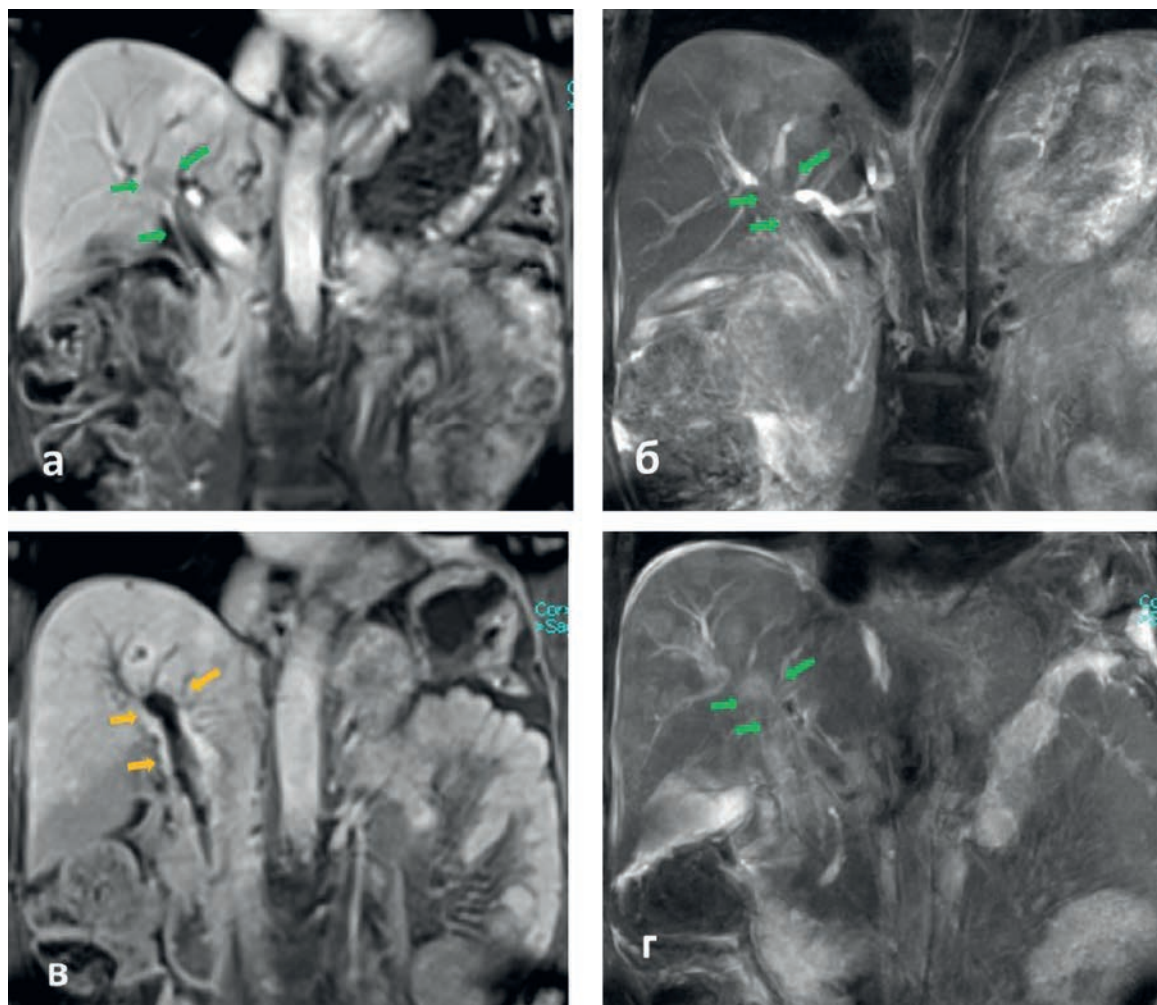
Пациентка Г. 68 лет. Опухоль Клацкина (тип IV по Bismuth-Corlette). 3 сут после сеанса эндобилиарной ФДТ. МРТ T₁-ВИ VIBE и TSE BLADE FS до (а, б) и на 3 сут (в, г) после эндобилиарной ФДТ. Зелеными стрелками указан перидуктальный опухолевый инфильтрат, желтыми стрелками указана перидуктальная зона, не накапливающая контрастный препарат, определяемая только на контрастных изображениях
